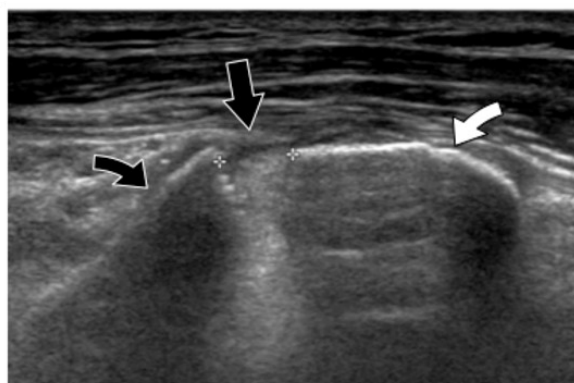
fracture du processus coracoïde. Echographie : coupe sagittale oblique du processus coracoïde. Radiographie en profil axillaire : base du processus coracoïde = flèche courbe noire, fracture = flèche noire, extrémité du processus coracoïde = flèche courbe blanche.
